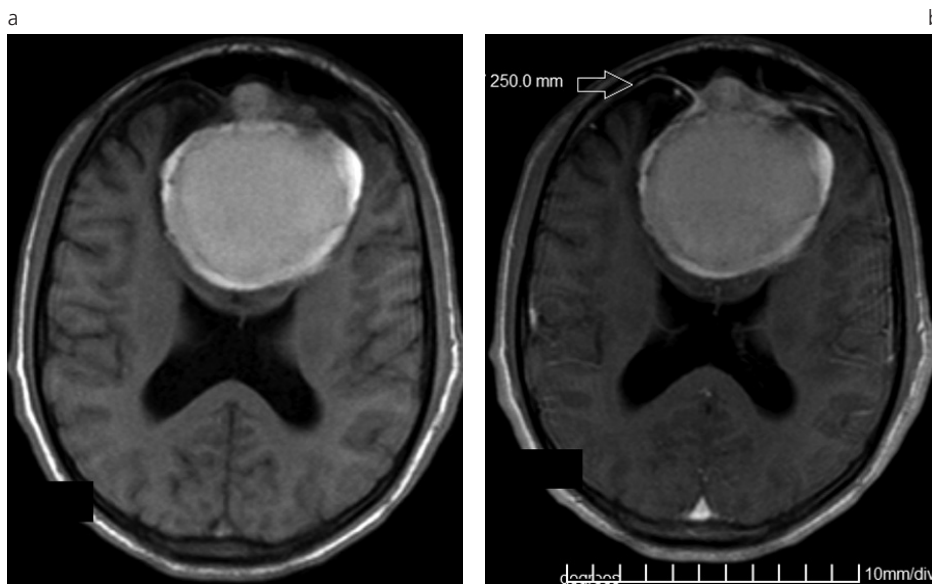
(a) Tumor rabdoide. RM plano axial, imagen ponderada en T1, sin contraste. Se observa masa frontal extraaxial, con contenido hiperintenso ligeramente heterogéneo y anillo periférico de mayor intensidad de señal. (b) Tumor rabdoide. RM plano axial, imagen ponderada en T1 con contraste. Obsérvese el signo de la cola dural (flecha).
